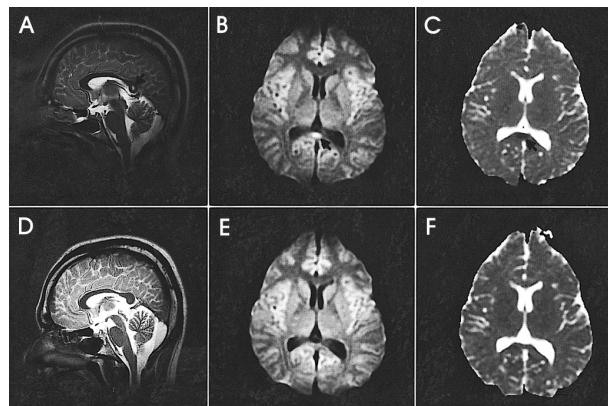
The brain MR imaging in a 28-year-old woman. The sagittal T2-weighted (A), axial diffusion weighted image (B) show an ovoid high signal lesion (arrow) in the splenium of the corpus callosum. The axial apparent diffusion coefficient map (C) shows a low signal lesion (arrow) that indicates a decrease in ADC value. Follow up MR examination 15 days after the initial MR examination in case 1. The sagittal T2-weighted (D), axial diffusion weighted (E), and apparent diffusion coefficient map (F) show complete resolution of a focal lesion in the splenium of the corpus callosum.
